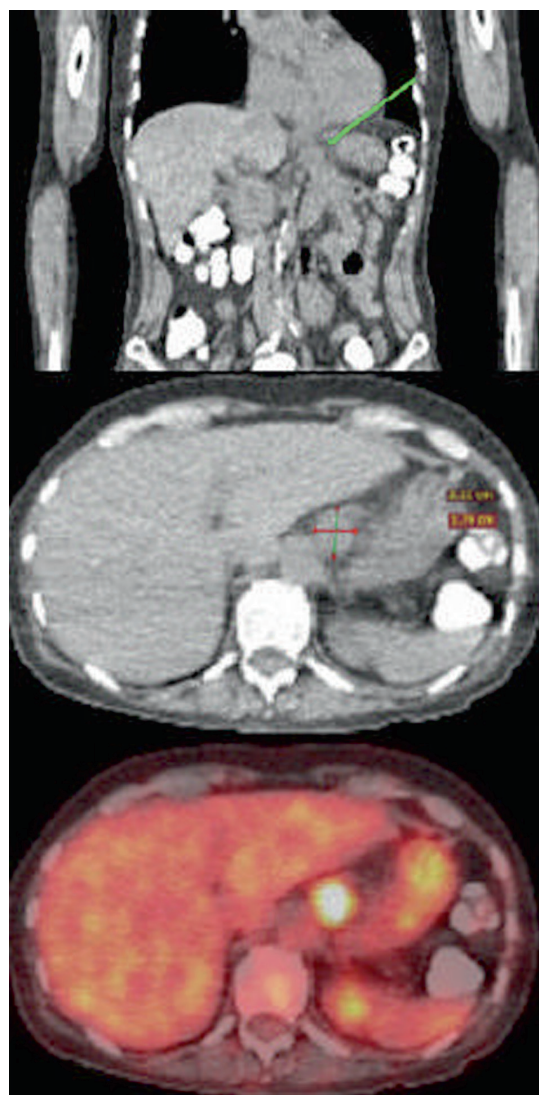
Компьютерная и позитронно-эмиссионная томография
